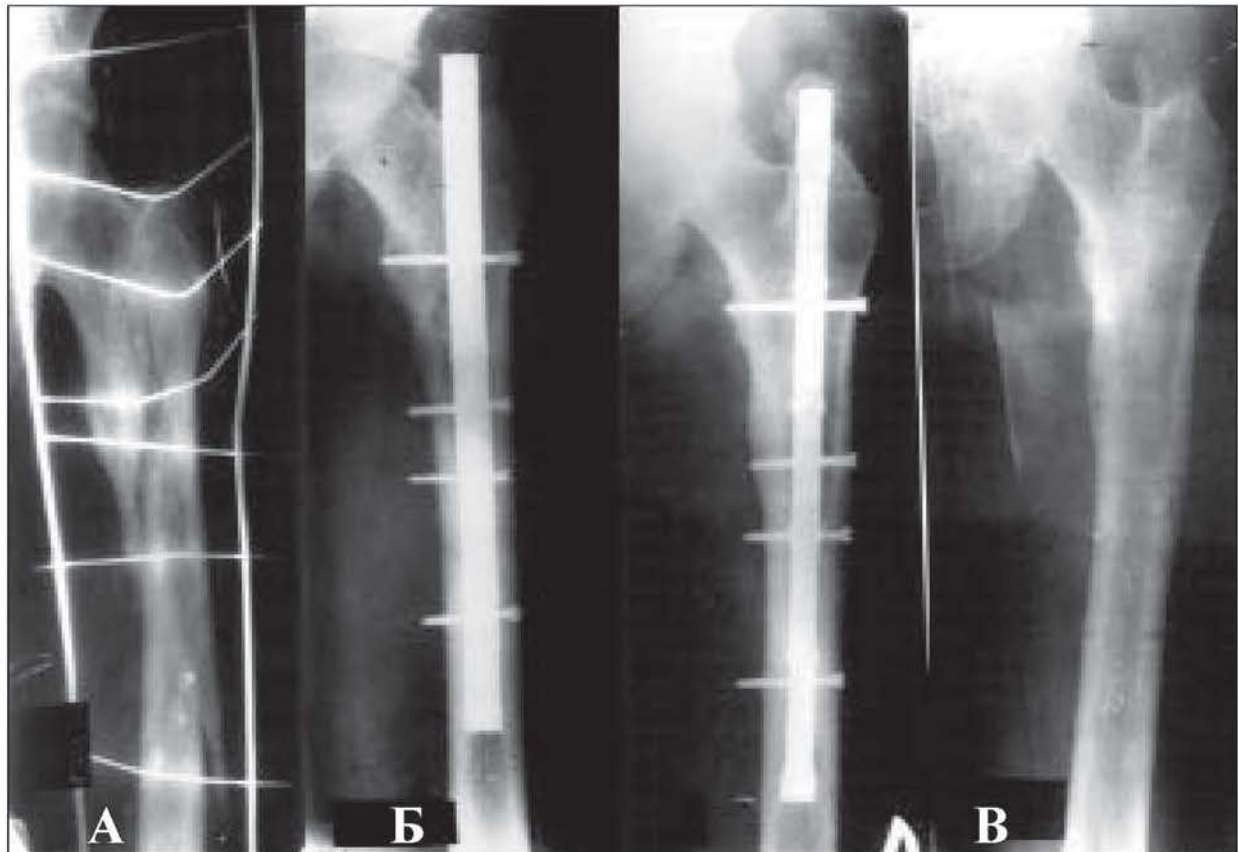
Рентгенограми лівої стегнової кістки хворого Р: А – у день госпіталізації; Б – на 4 день після БІМПО КМПФ-2, статичний варіант; В – через 1,5 років після операції (до і після видалення фіксатора).
